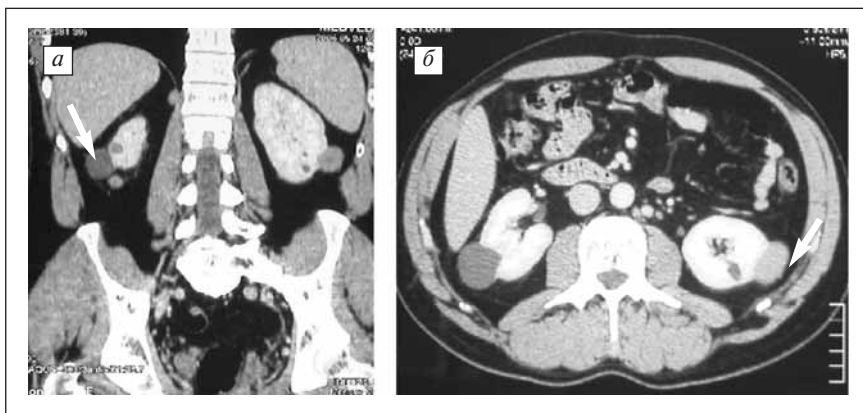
Больной М. Двусторонняя синхронная опухоль почек, кисты почек. МСКТ: а — МПР, фронтальная проекция; б — аксиальный скан
